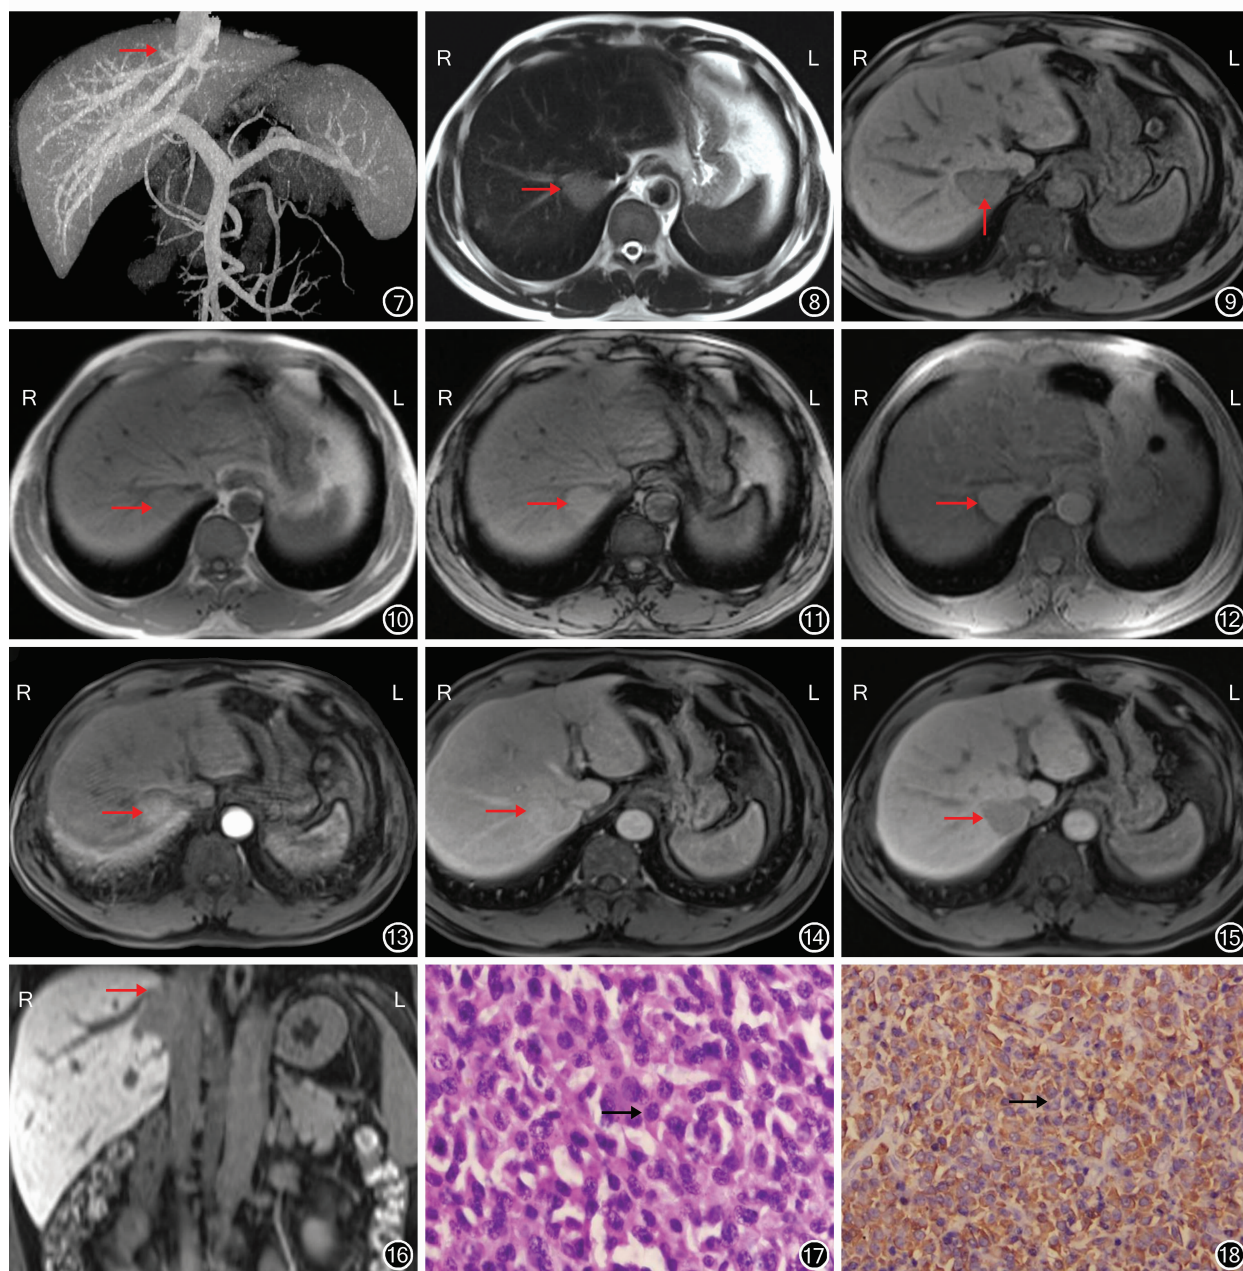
CT 检查门静脉期最大密度投影图像示肝右静脉受压移位(→) 图 8 MRI 检查示包块呈稍长 T_2 信号,边界清晰,信号均匀(→)
